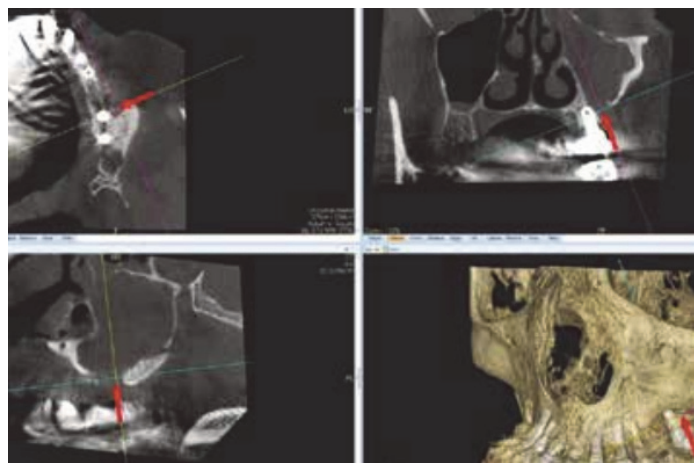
Cone Beam montrant une CBS persistante après Sinus Lift et sinusite réactionnelle.
